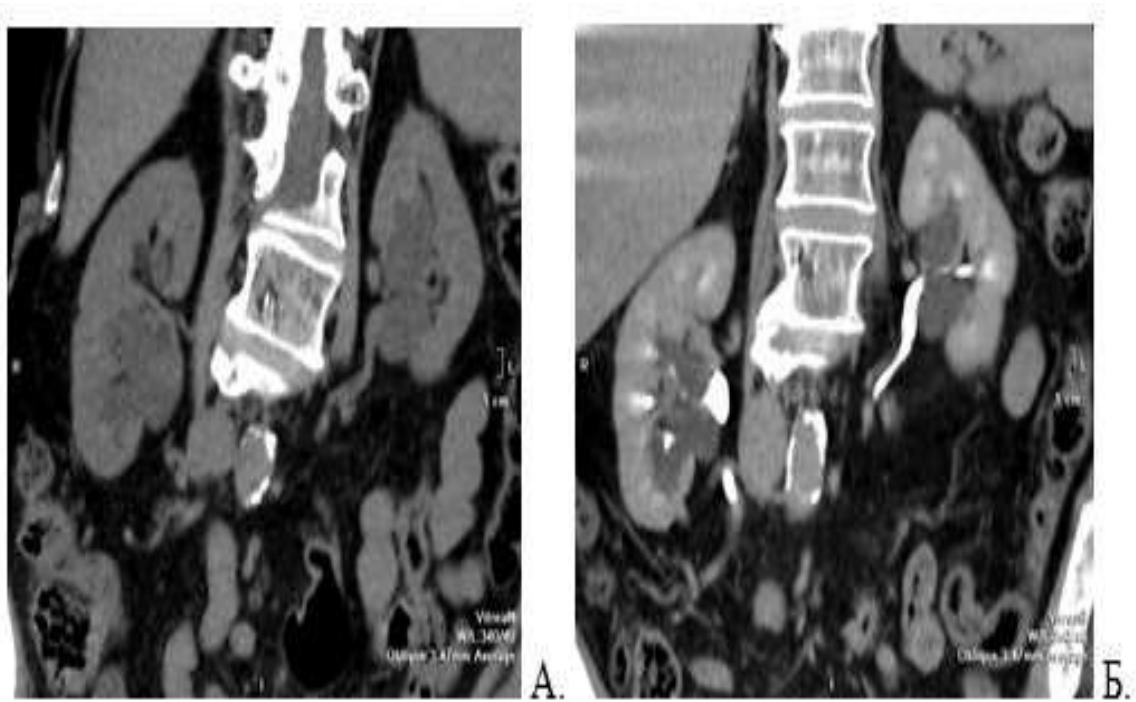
Хворий Ч. 66 років. На КТ в нативну фазу (А) чітко візуалізуються рідинні утворення в проекції порожнинних систем обох нирок, що не виключало гідронефроз, особливо правої нирки. В секреторну фазу КТ (Б) болюсне контрастування дало чітку відповідь про наявність в правій і лівій нирках парпельвікальних кіст.
